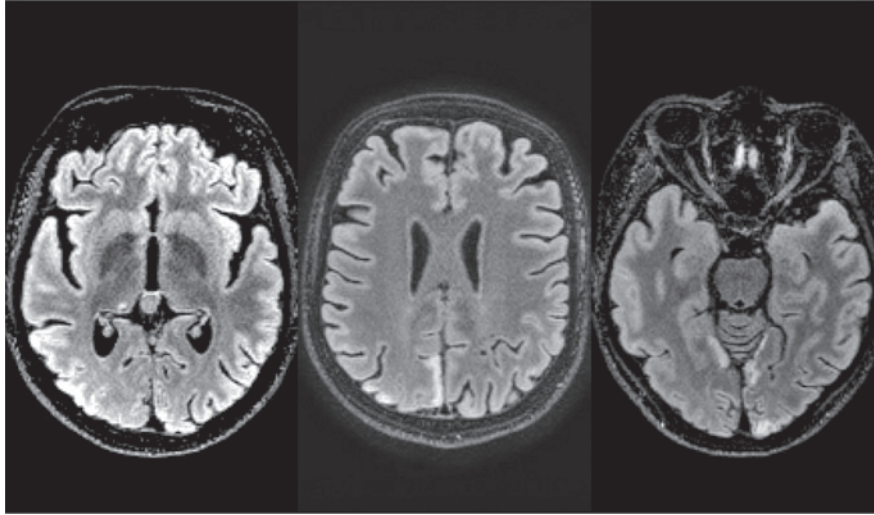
МРТ головного мозга. В кортикальной, субкортикальной области затылочных долей, заднемедиальных отделах теменных долей определяются зоны повышенного T2/FLAIR сигнала без убедительных признаков цитотоксического отека. В области правого таламуса определяется очаг глиоза
